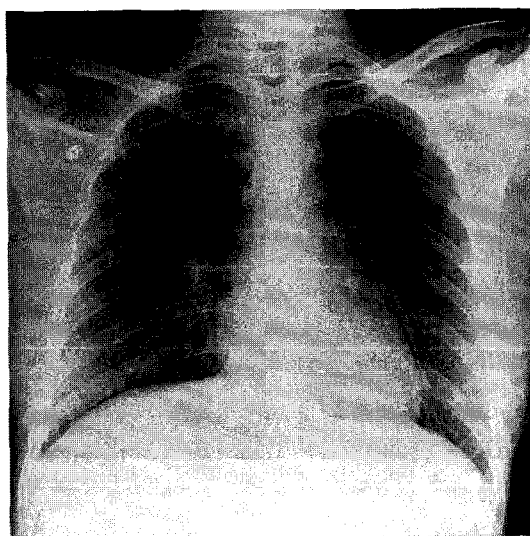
Initial chest X-ray showed no abnormal findings in the thorax.
